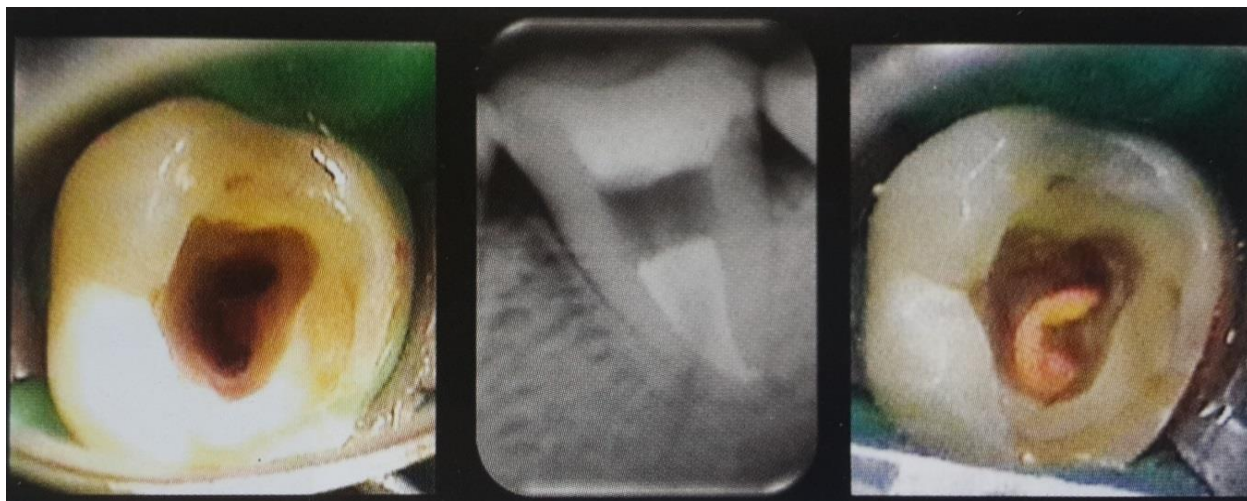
La posibilidad diagnóstica del tipo de conducto en “C” se ve supeditada al análisis de la anatomía del piso cameral, radiografía y molar con conducto en C obturado.
